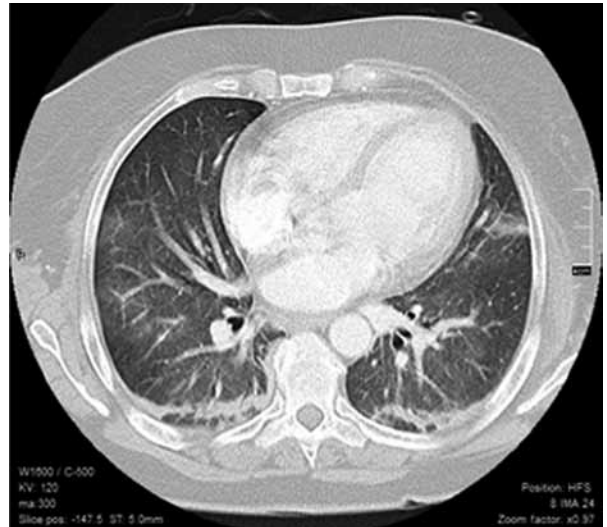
Tomografía de Tórax con contraste endovenoso: No presenta imágenes compatibles con trombos. El parénquima pulmonar muestra aumento difuso de atenuación en vidrio esmerilado. Se visualizan adenopatías que no alcanzan rango adenomegálico. Imagen consolidativa en llingula subsegmentaria. No se evidencia derrame pleural. En cortes de abdomen superior no presenta hallazgos patológicos.
